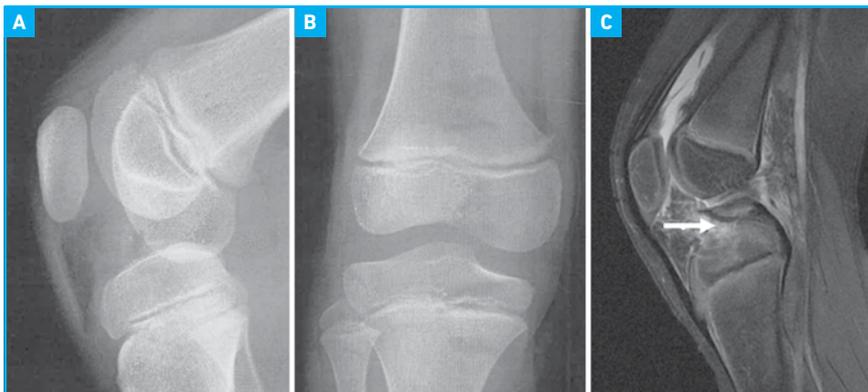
Fracture de l'éminence intercondylienne antérieure chez une enfant de 6 ans : fracture-avulsion cartilagineuse pure non visible à la radio (A et B) mais bien visible (flèche) à l'IRM précoce (C).
